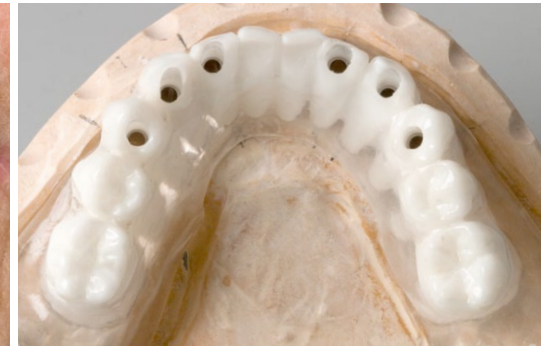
Mithilfe der Wachaufstellung wird eine Übertragungsschablone aus röntgenopakem (Zähne mit Wurzeln) und transparentem Kunststoff (Basis) hergestellt.
